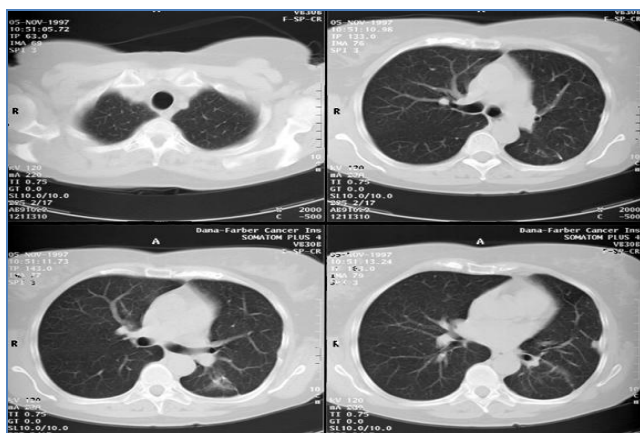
КТ-грамма легких
